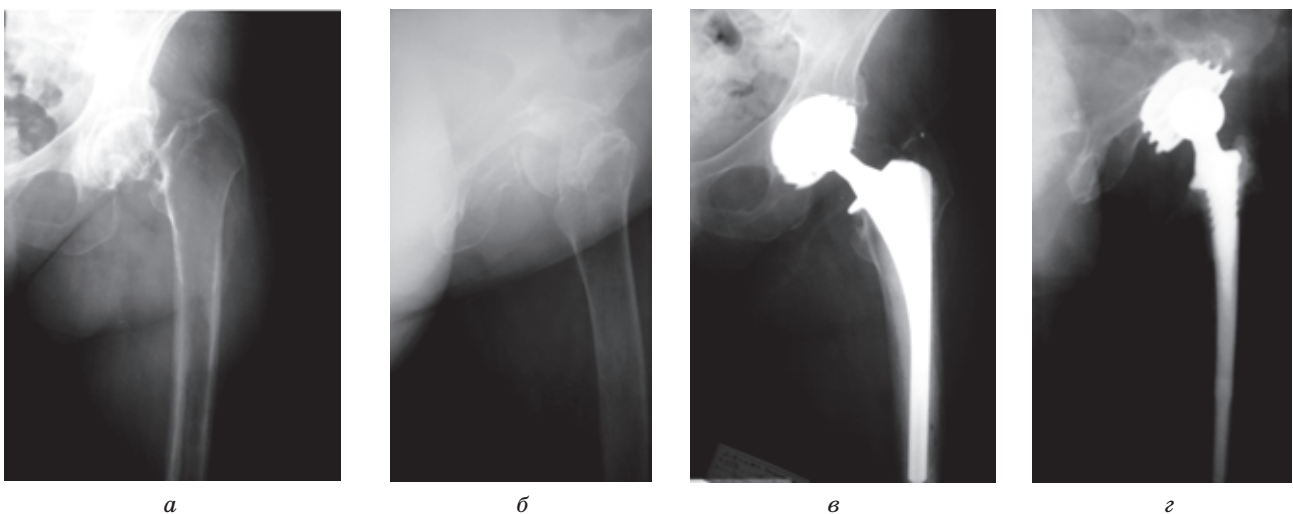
Рентгенограммы больной С., 59 лет, с медиальным переломом шейки левой бедренной кости на фоне постовариэктомического остеопороза, до (а-б) и после (в-г) гибридного эндопротезирования левого тазобедренного сустава системой ОРТЭН
